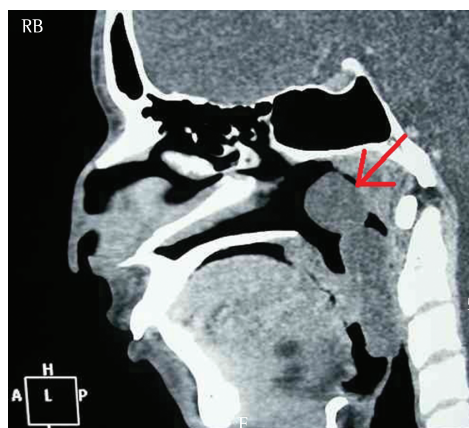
Imagem de TC em reconstrução sagital evidenciando volumoso pólipó protraindo para a rinofaringe e orofaringe, acarretando significativa redução da luz da coluna aérea (seta).
